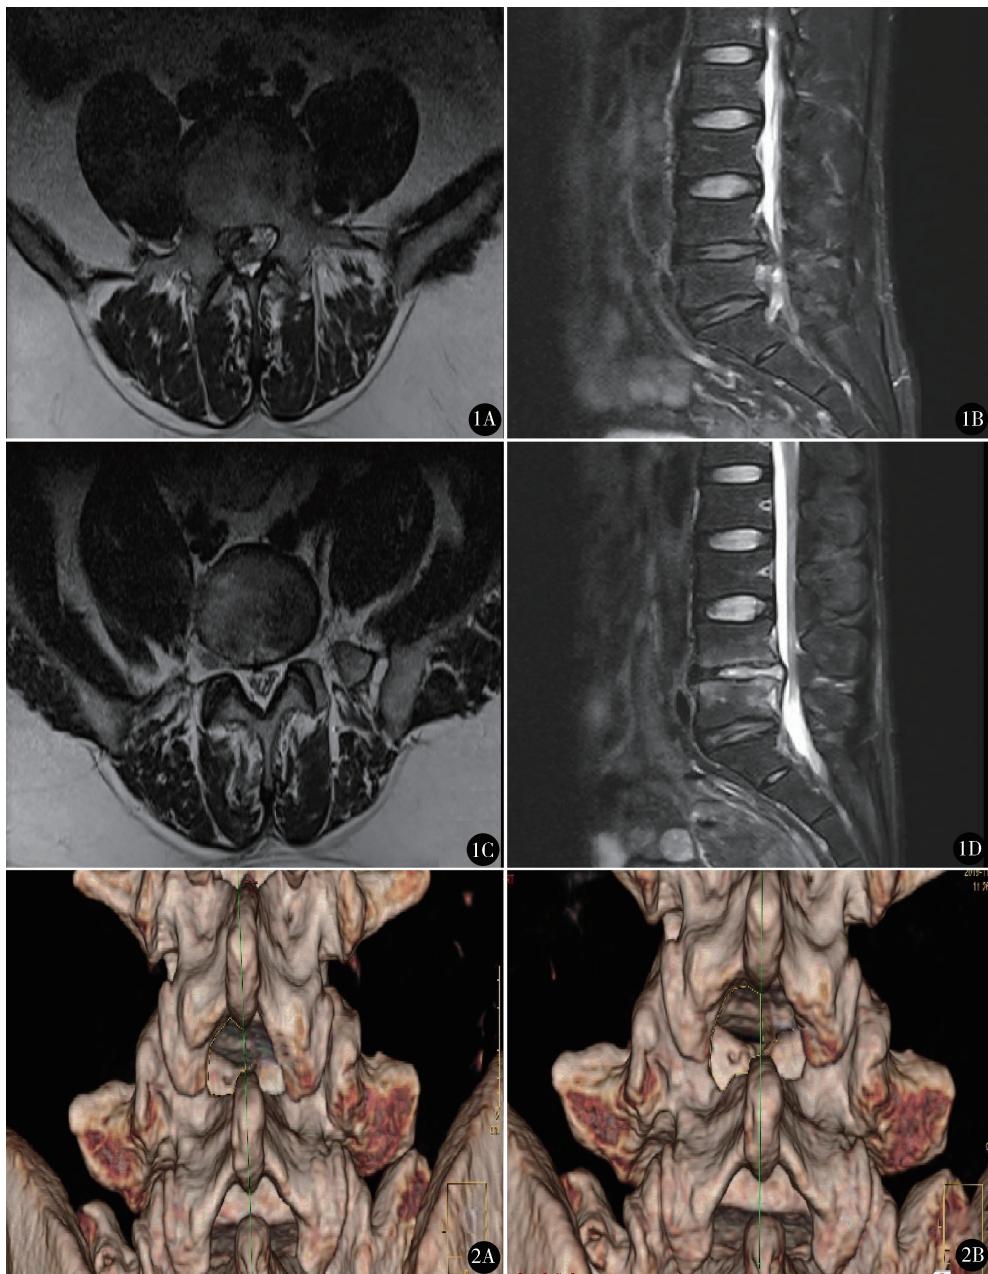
A、B. 术前腰椎 MRI 示 $L_{4/5}$ 腰椎间盘髓核向右侧后下方脱出; C、D. 经椎板间隙扩大入路腰椎间盘髓核切除术后 1 个月复查 MRI 示 $L_{4/5}$ 腰椎间盘髓核彻底切除, 椎管减压彻底
